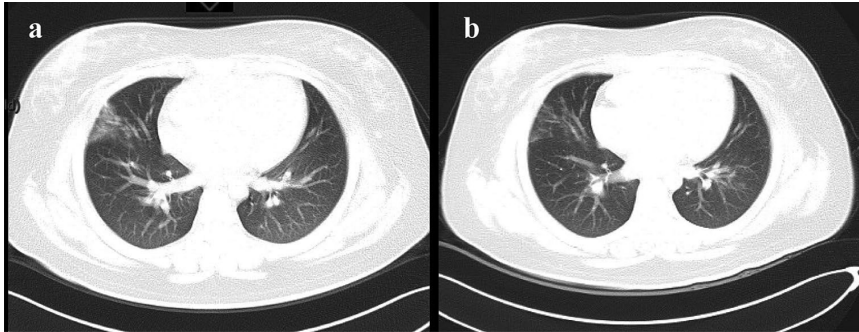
Комп'ютерна томограма грудної клітки пацієнта 6.
